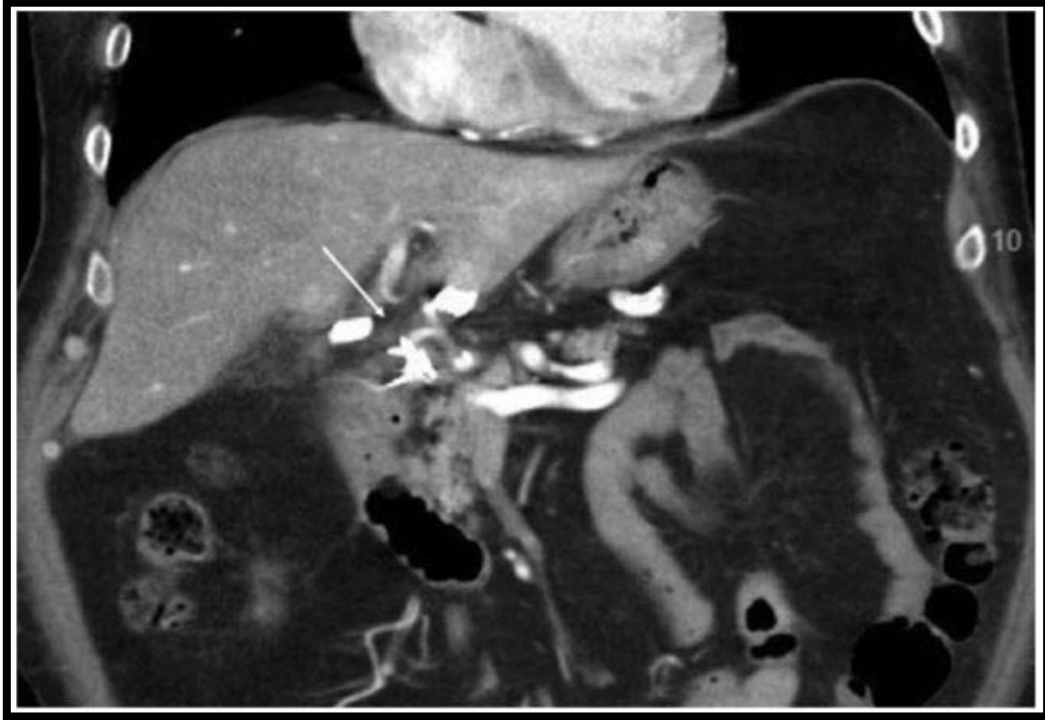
TDM démontrant une ligature de l'artère hépatique droite avec coupure discrète au emplacement des clips chirurgicaux (clips identifiés par la flèche). Deux drains chirurgicaux sont également visualisés.
